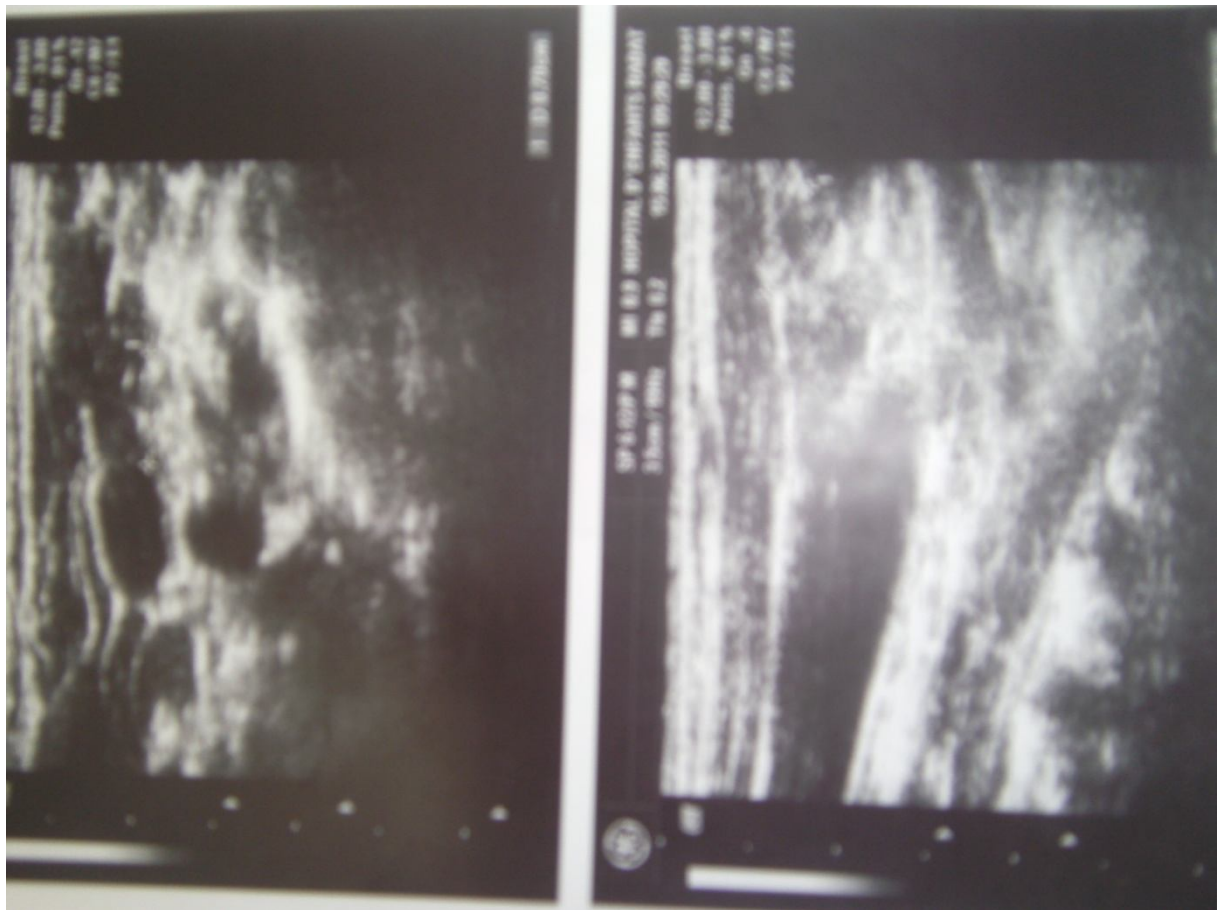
échographie cervicale de la patiente
